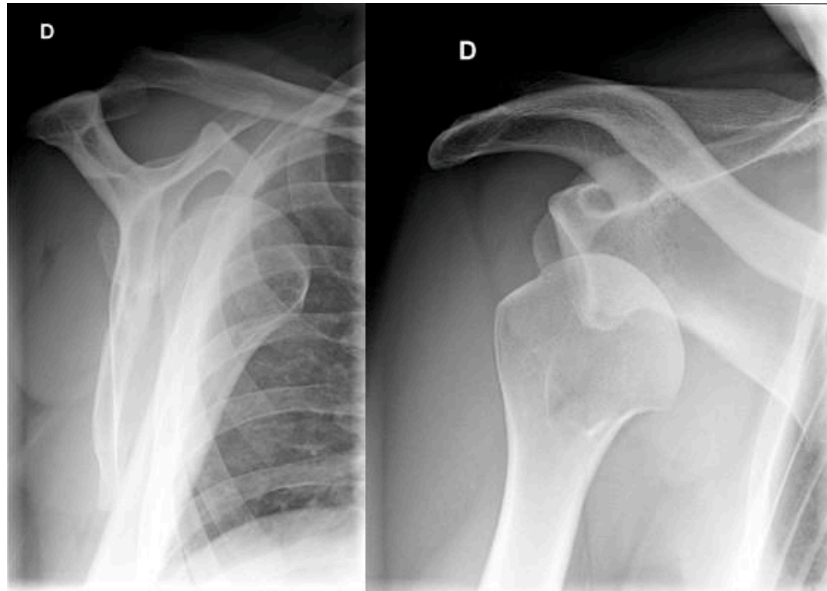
Radiographie standard de face et de profil d'une luxation gléno-humérale antérieure
